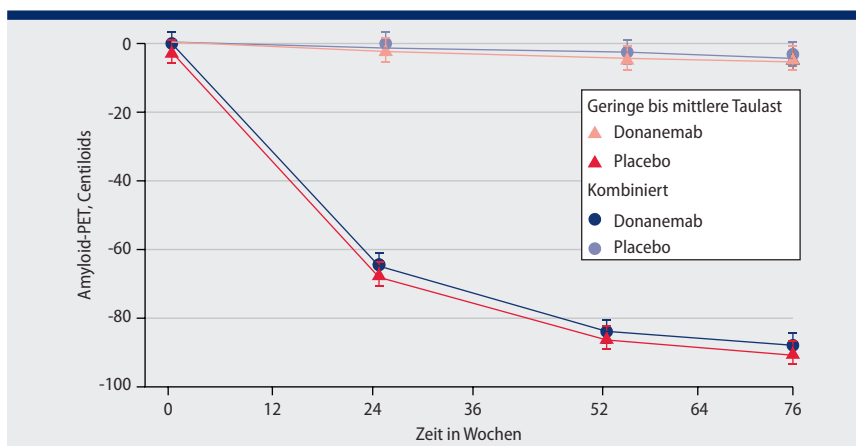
Mittlere Veränderung in der Amyloid-PET unter dem β -Amyloidantikörper Donanemab (mod. nach [Van Dyck et al. N Engl J Med. 2023;388:9-21])
